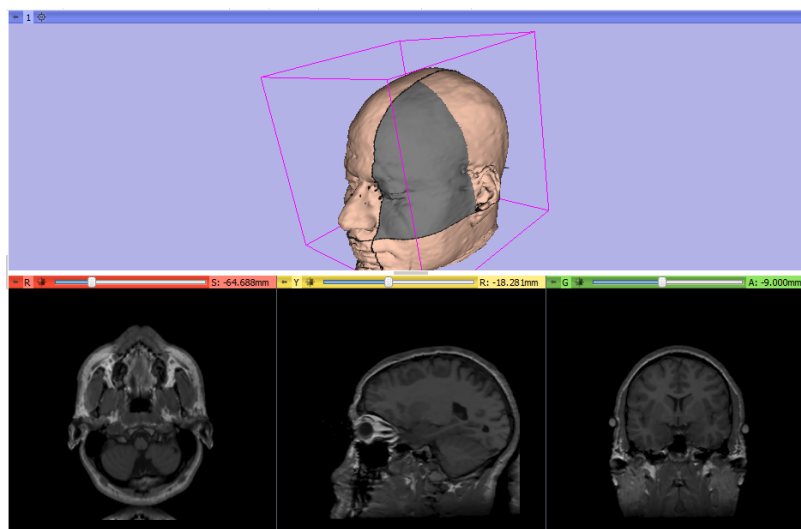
visualización de imágenes MRI en el software *3D slicer*
